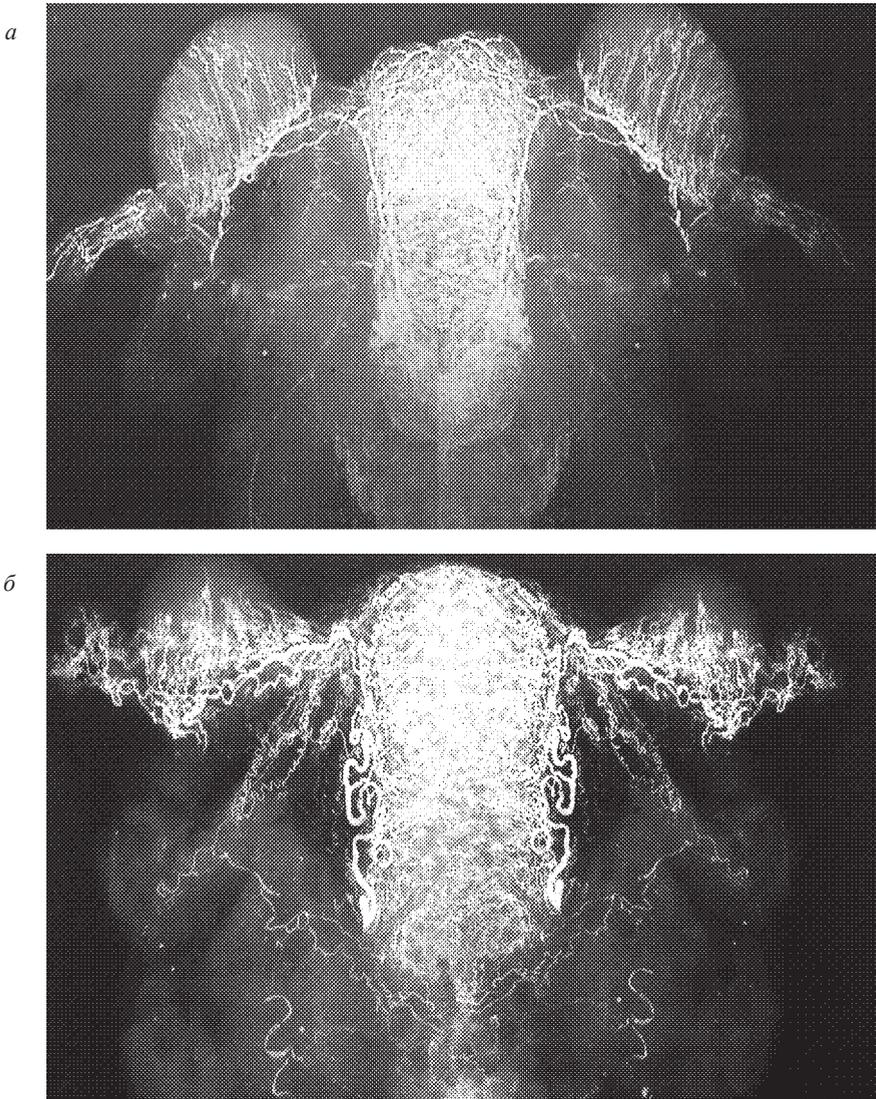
Артериальное русло внутренних женских половых органов (инъекция артериального русла свинцовым суриком, фото с рентгенограммы)
